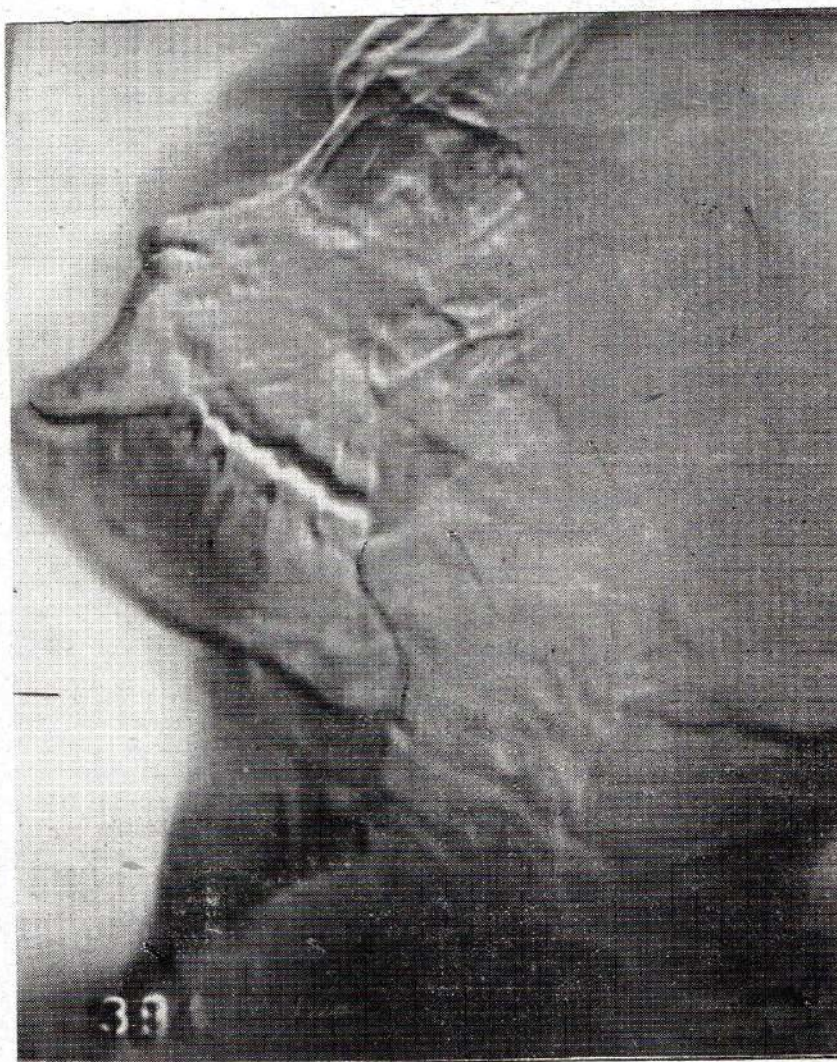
Imagen plástica de una radiografía de cráneo, en la que pueden observarse fácilmente las dos líneas de fracturas, una anterior y otra posterior
